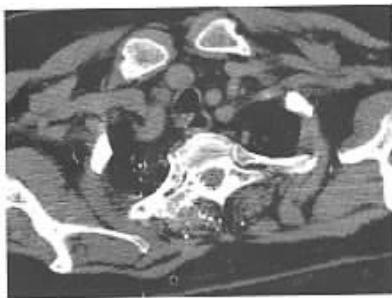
右上肺腺癌患者,同一层面 CTA 前后的图象,可见脊髓强化
